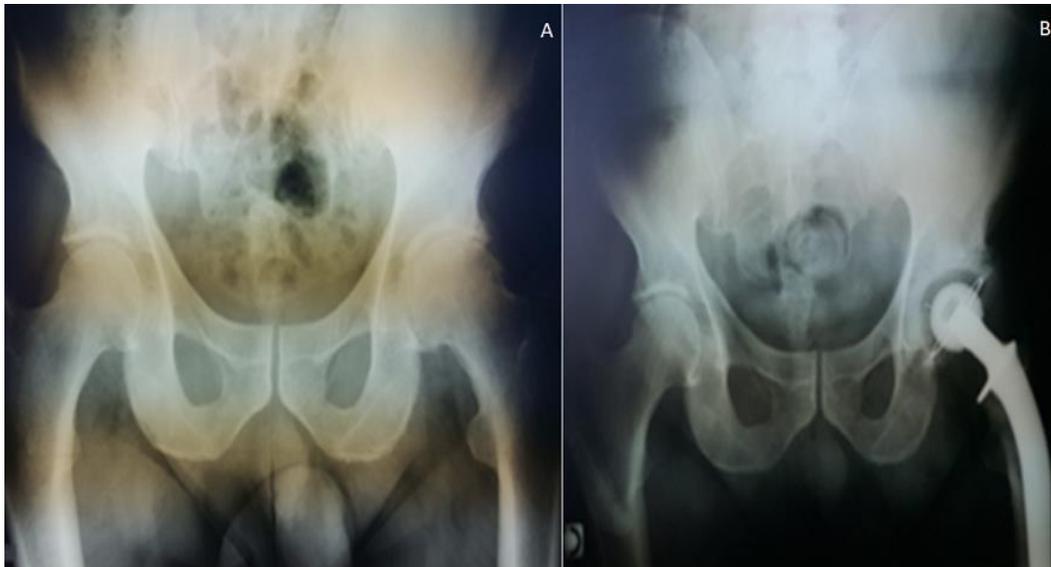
A) coxarthrose gauche; B) PTH cimentée radiographie du contrôle
